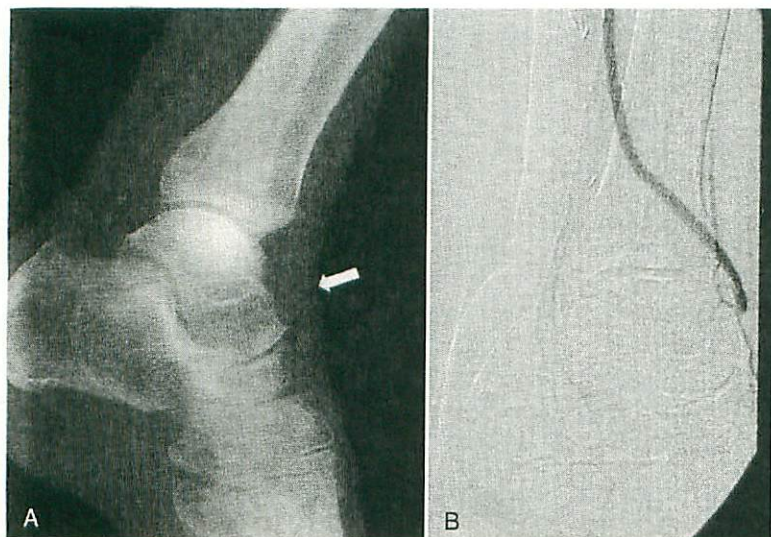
Femoro-dorsalis pedis bypass in a 60-year-old man with hemodialysis-dependent renal disease. Although calcification of distal arteries is severe, X-ray film shows some calcification-free segments shown as arrow (A). Finding suitable segment makes anastomosis easy without any special technique (B).
